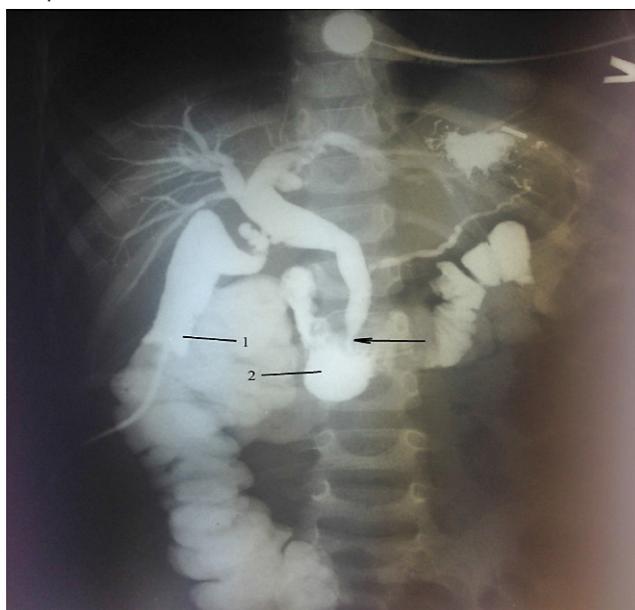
Рентгенограмма внепеченочных желчных протоков больного Б.: 1 – желчный пузырь; 2 – 12-перстная кишка; стрелкой отмечено суженное место холедоха
